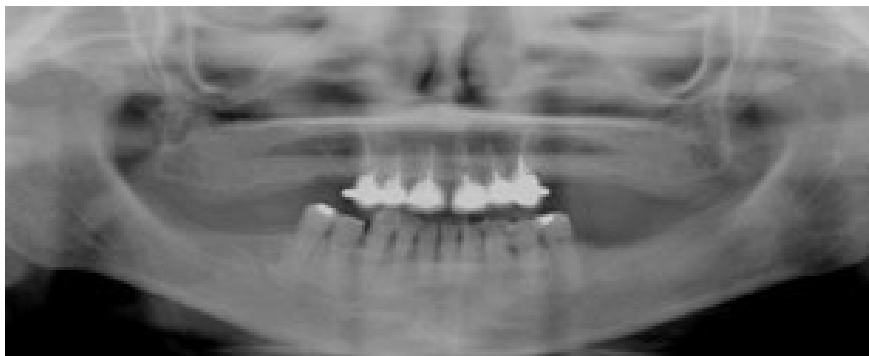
Ortopantomografia inicial da paciente antes da execução do tratamento. Retirado de (Ferrer, V. et al., 2011)
